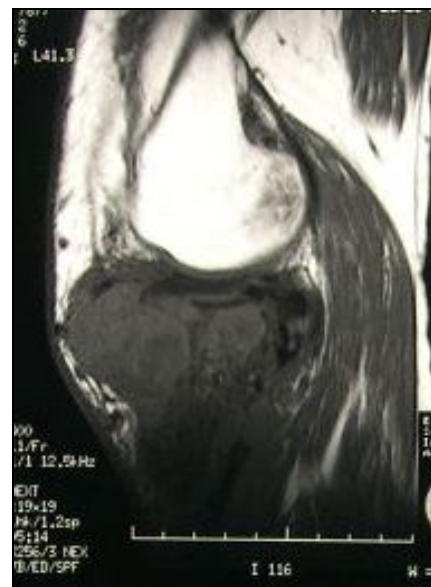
Resonancia magnética potenciada en T1 de recidiva tumoral de TCG de tibia proximal
